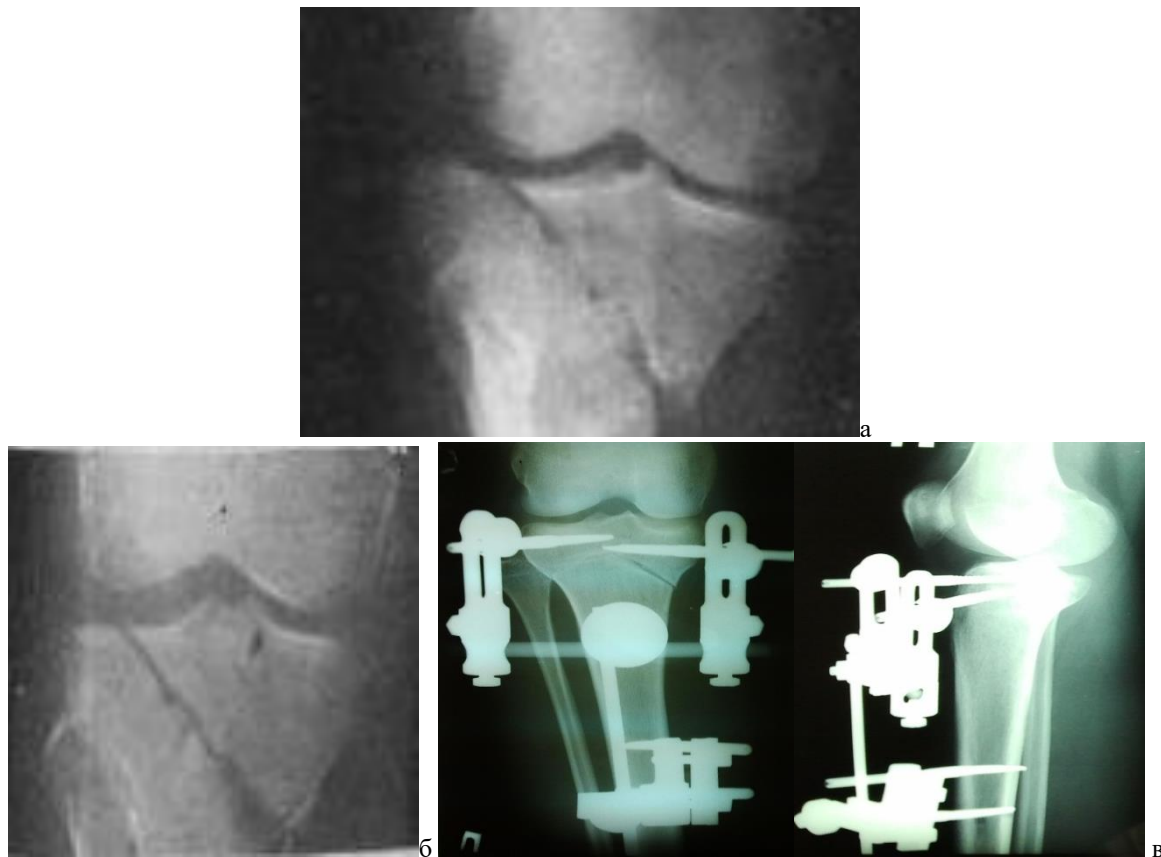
Фото рентгенограми: відкритий (II тип за Gustilo-Anderson, 1984) перелом ПЕМВГК Schatzker 6: а – до хірургічного втручання; б – після закритої репозиції фрагментів; в – позаосередковий остеосинтез АЗФ.
